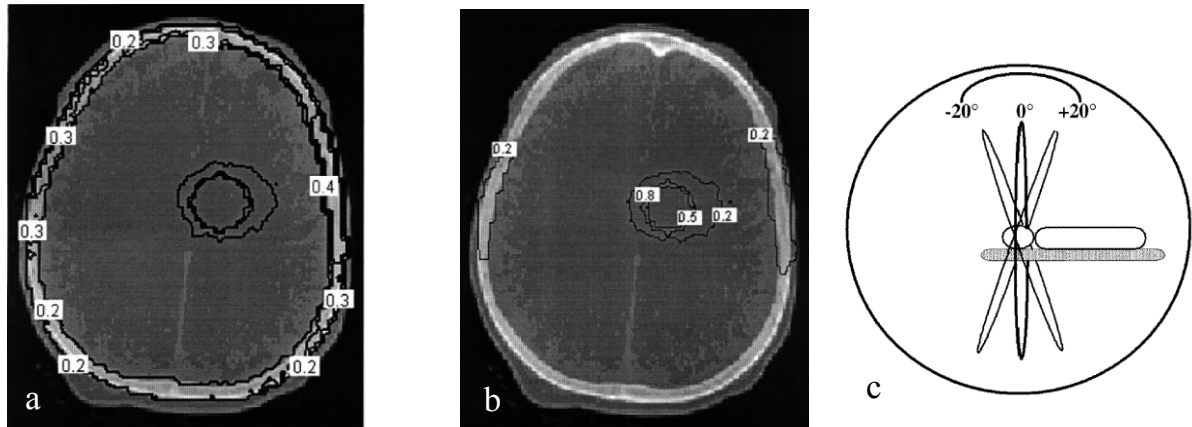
Distribution de dose calculée pour une irradiation CT avec un arc (a) et avec 3 arcs (b) Vue de profil du CT scanner représentant les 3 axes coplanaires désaxés de 20 degrés (c) (Mesa *et al.*, 1999).
